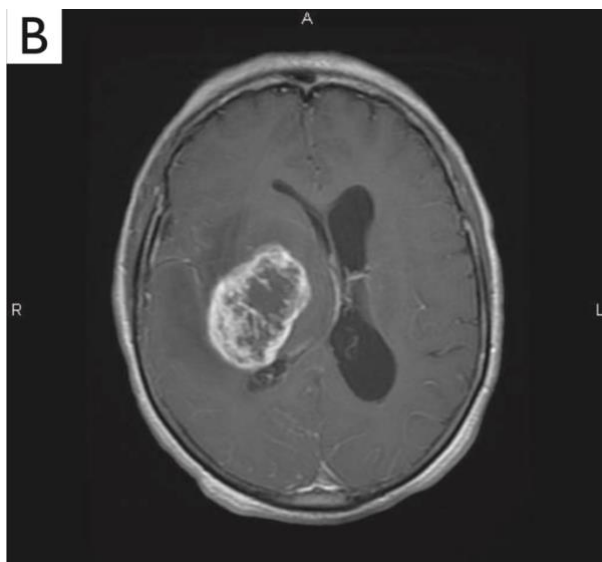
MRI in T1 con mezzo di contrasto in sezione assiale.
